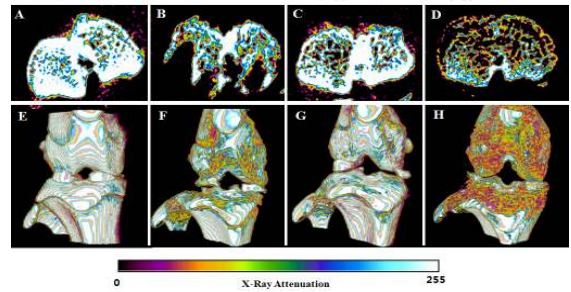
X-Ray attenuation in the tibia of Knee joint. The reconstructed 2D CT images of 8week tibio femoral joint(Lower row) and the cross sectional images of tibia epiphysis(Upper row) are shown, Each column represents the result from Normal (A,E), A-OA(B,F), T-OA(C,G), RA(D,H) group, respectively
